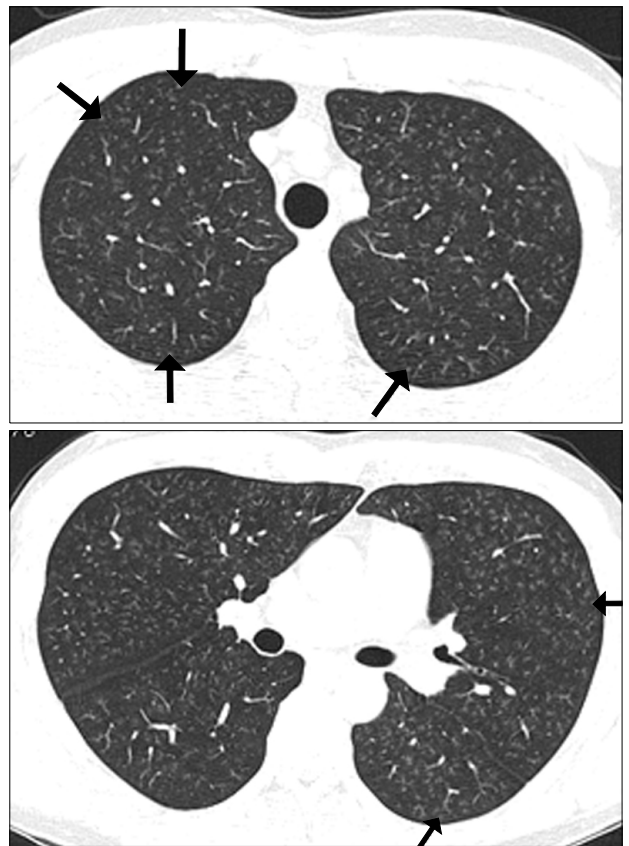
High-resolution computed tomography (HRCT) images showed diffuse subtle ground-glass opacities and centrilobular nodules (arrows).
